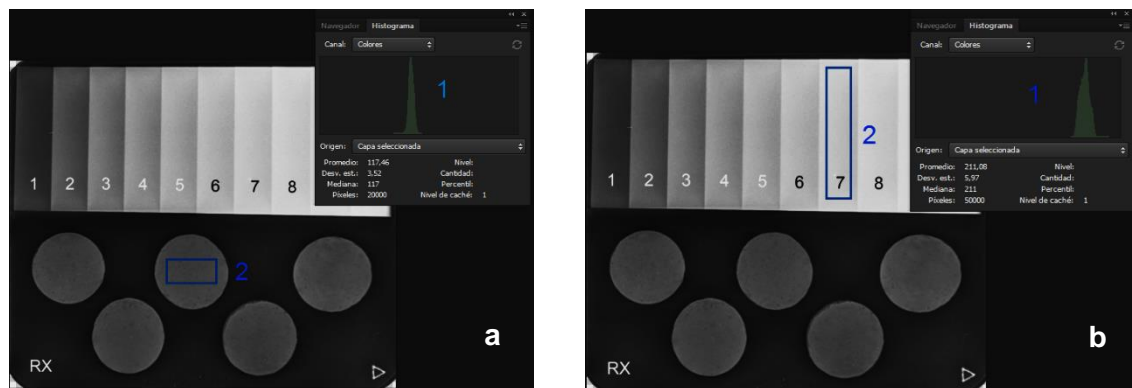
(a) y (b) Análisis de Radiografía en Software Photoshop CC (1) Histogramas.
